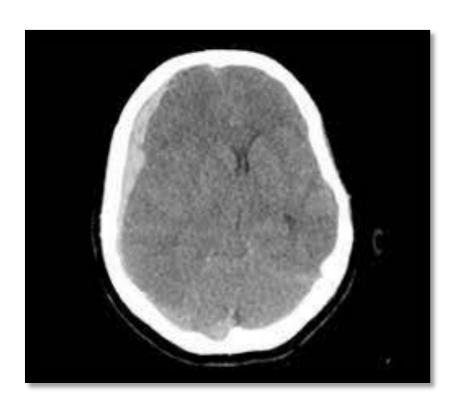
Tomografía computada de cerebro corte axial. Hematoma subdural hiperdenso derecho.
